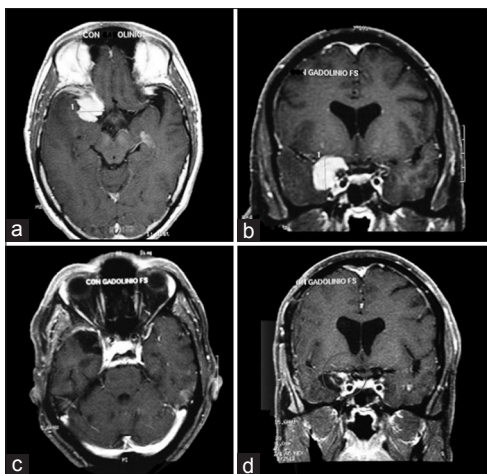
(a and b) RM secuencia T1 con gadolinio corte axial (a) y coronal (b) donde se observa formación tumoral de la base del cráneo paraselar derecha que compromete seno cavernoso y envuelve cerebral media y carótida intracavernosa y supraclinoidea ipsilateral. (c and d) RM secuencia T1 con contraste corte axial (c) y coronal (d) donde se constata una resección grado IV de la escala de Simpson. A nivel del círculo rojo (d) se observa pequeño remanente adherido a arteria silviana derecha
